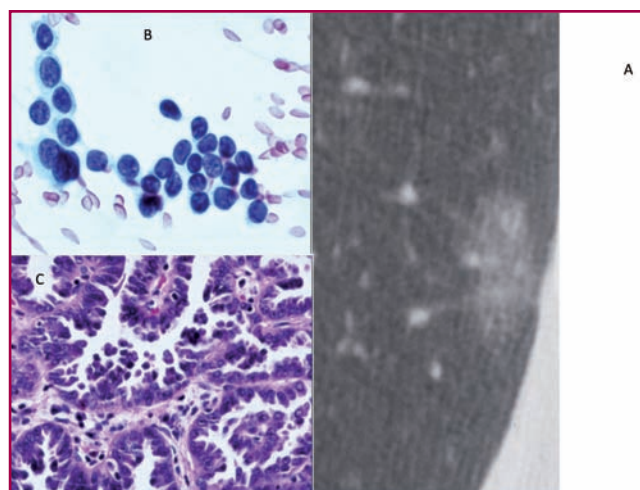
A) Imagen de TC. B) Extensión citológica. C) Corte histológico de un BAC no mucinoso (AIS).
